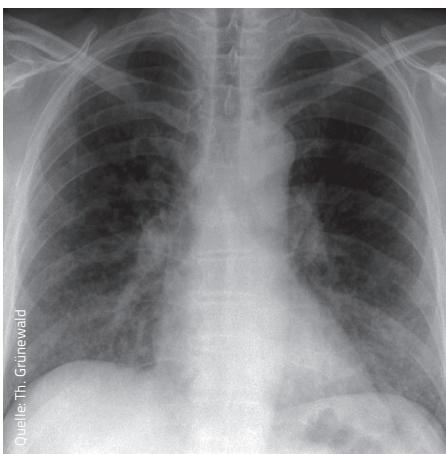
Frühe Röntgen-Thorax-Aufnahme eines HIV-Infizierten mit PcP.
